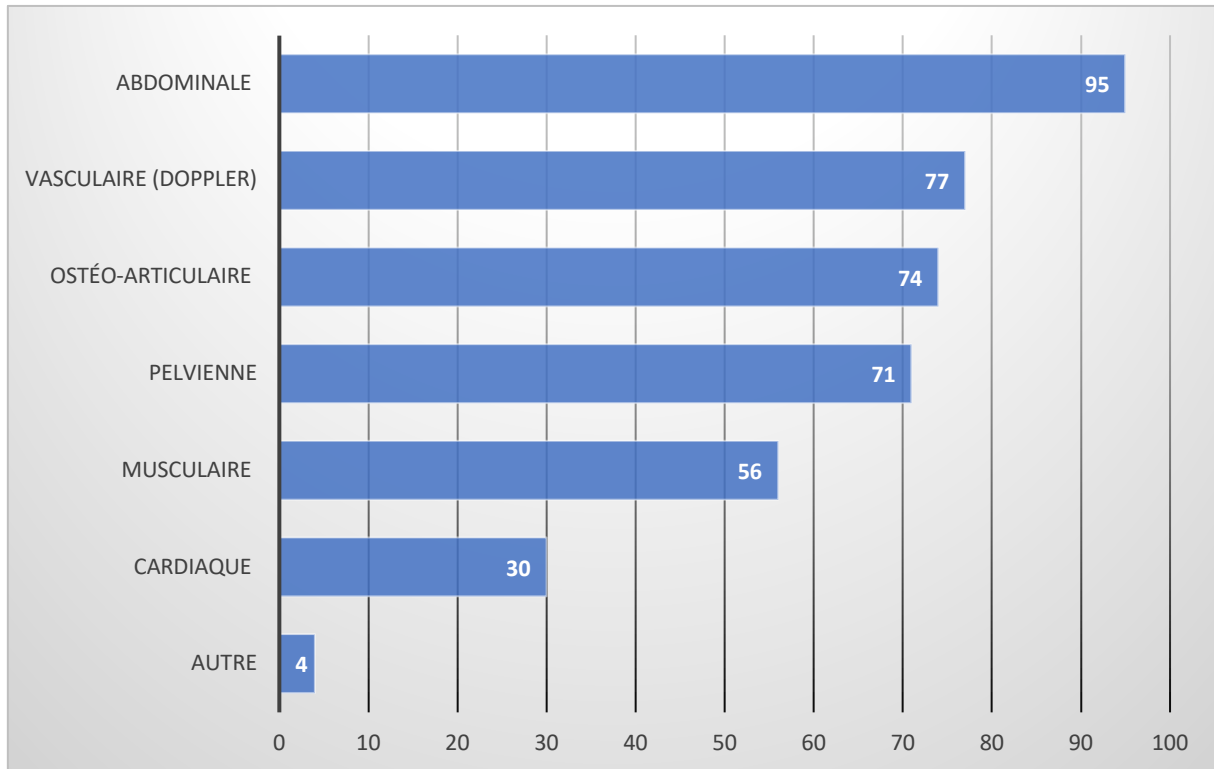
Types d'échographies prescrites par les MG (hebdomadaire)
